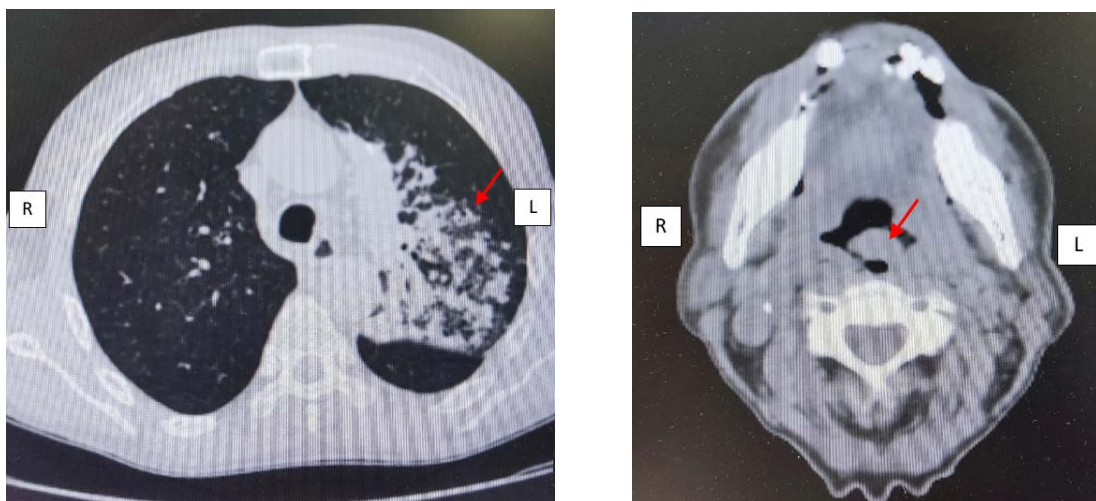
Компьютерная томография органов грудной клетки, шеи.
